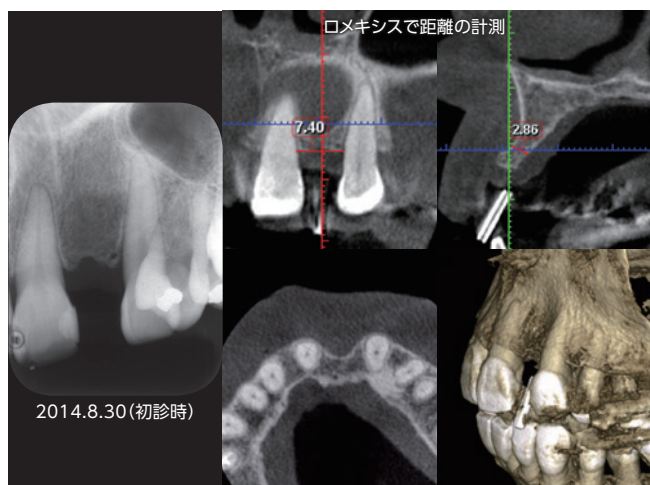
②欠損部歯槽骨の垂直的な骨吸収は、さほど認められなかった。①、③間の歯根間距離はCT上の計測で7.4mmあり、インプラント埋入に関しては問題ないと判断した。水平的には頬側歯槽骨が2.86mmと吸収しており、ジェネシオPlusのφ3.8mmよりも細い径のインプラントが理想的であると考えた。
